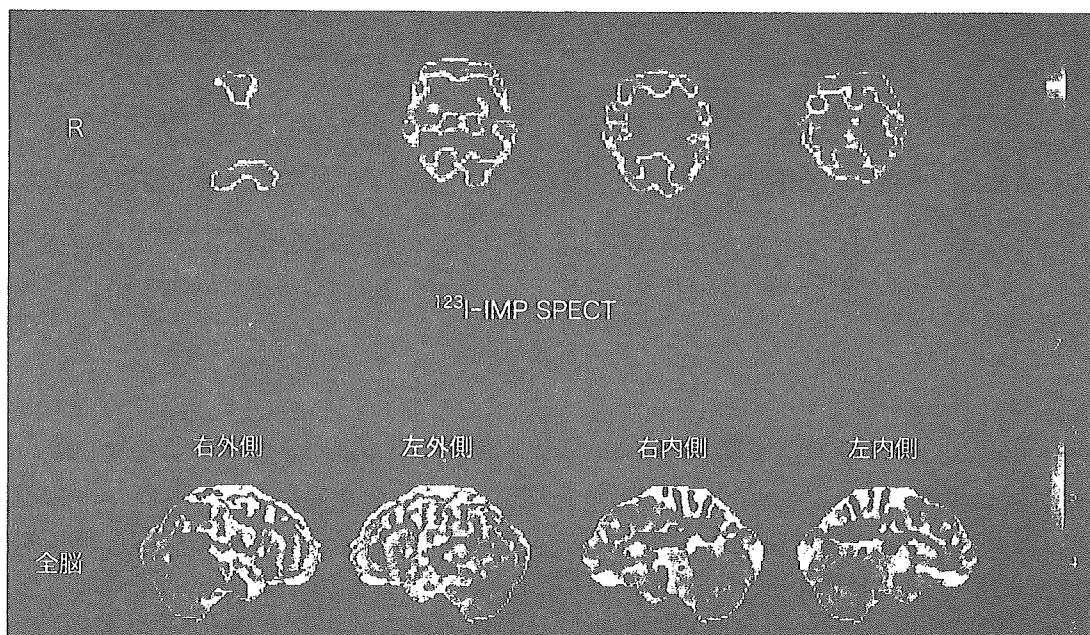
通常の SPECT 所見 (上段) および同一患者の eZIS 所見 (下段)
